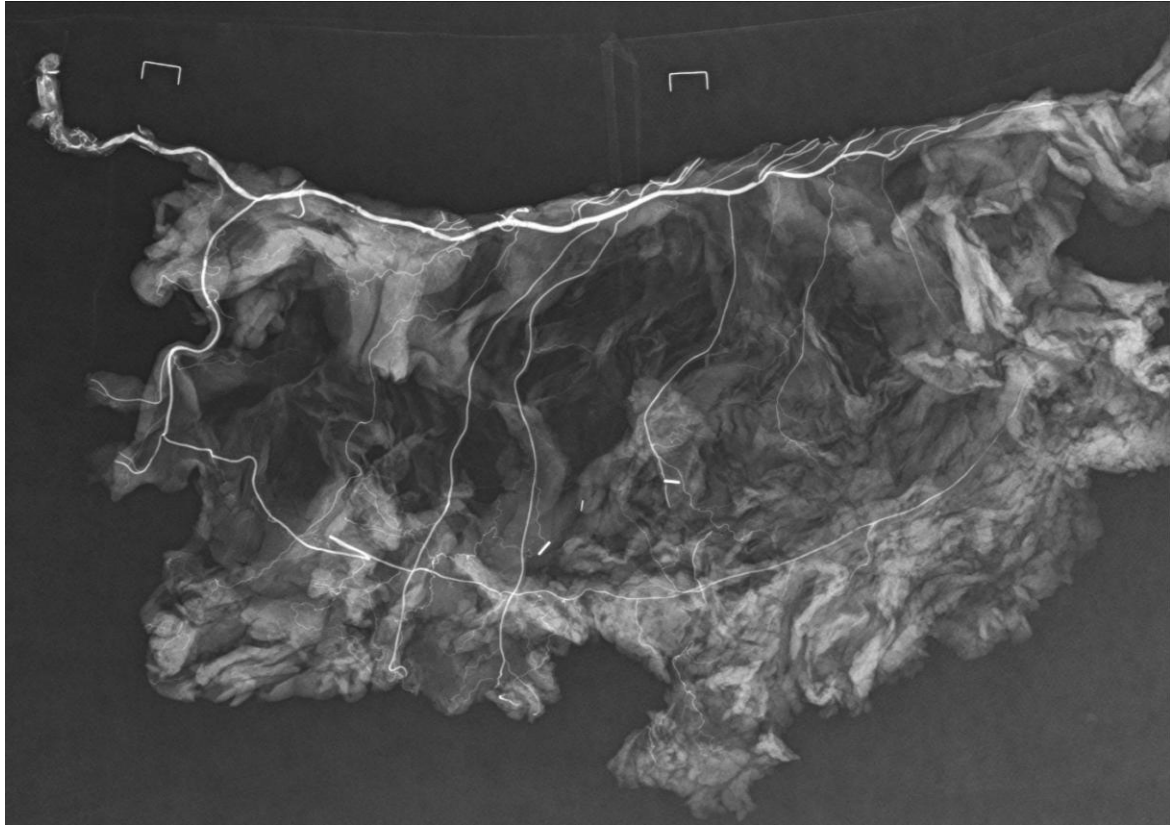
Radiographie digitale de la pièce anatomique injectée (v. Figure 21) montrant l'AGE, les branches épiploïques et l'arcade transépiploïque de Haller et Barkow.
